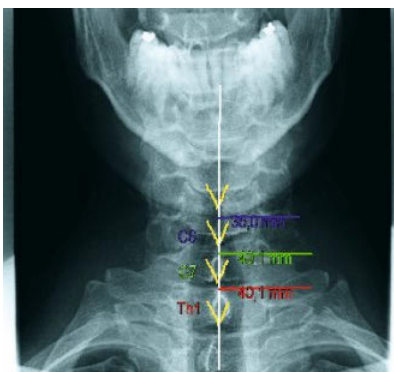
Ergänzende präinterventionelle digitale Längenmessungen an der a.p. Röntgenaufnahme der HWS: In den unteren zervikalen Bewegungssegmenten variieren die Abstände von der Medianlinie bis zum Rand der Seitenmassen der Halswirbelbögen von 3,5–4 cm. Die Messung beginnt in der Medianlinie auf der halben Distanz zwischen 2 Dornfortsätzen (Wurzel C6: 3,5 cm lateral bei C5/6, Wurzel C7: 4 cm lateral bei C6/7, Wurzel C8: 4 cm lateral bei C7/Th1)
